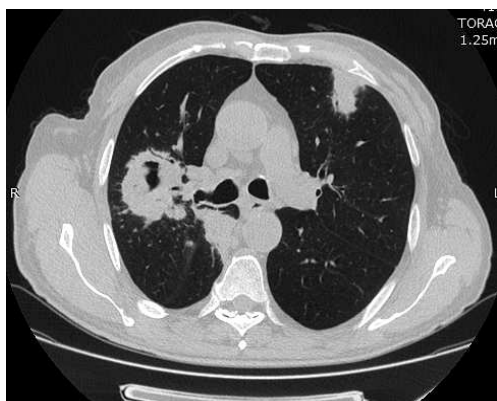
Imagini HRCT la un pacient de 62 de ani cu granulomatoză cu poliangeită confirmat bioptic pulmonar
